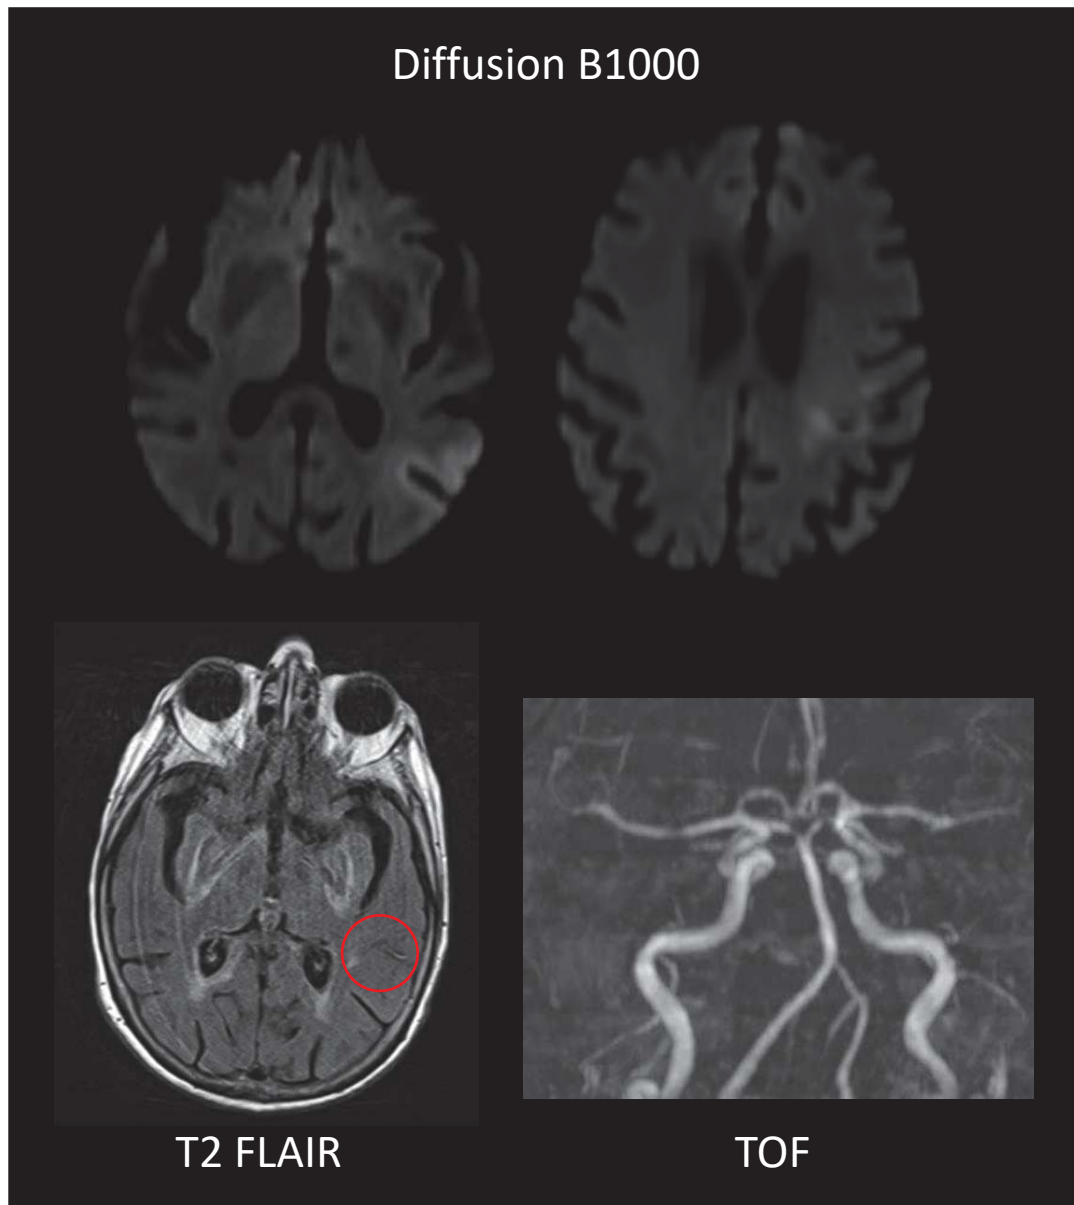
IRM cérébrale du cas n°4
